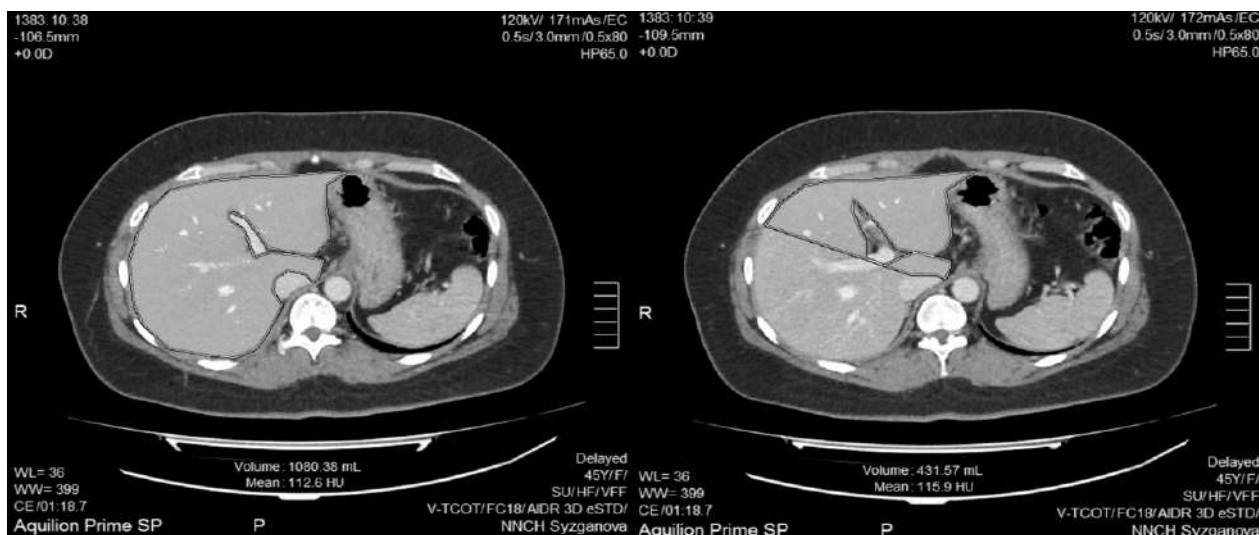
КТ-вольюметрия печени в программе Volume analysis
